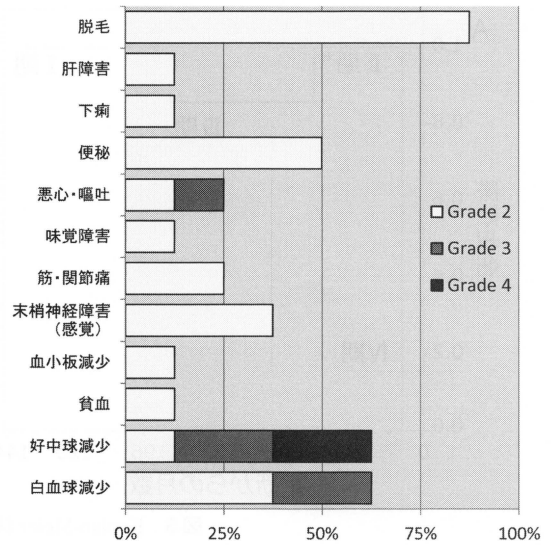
術後補助化学療法としてTCまたはDC療法が行われていた8例におけるGrade2以上の有害事象
